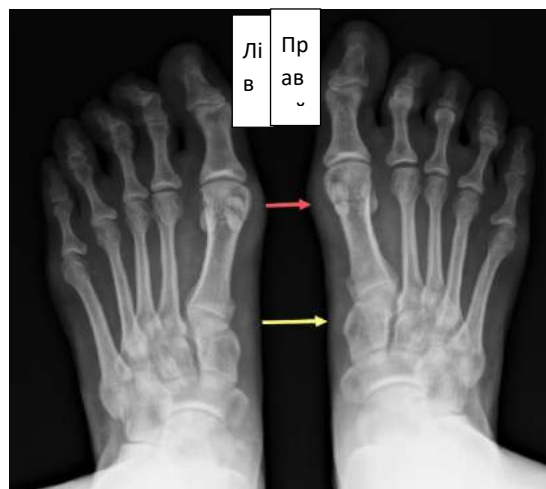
Фотовідбиток рентгенограми переднього відділу стоп у дорсо-плантарній проекції.
